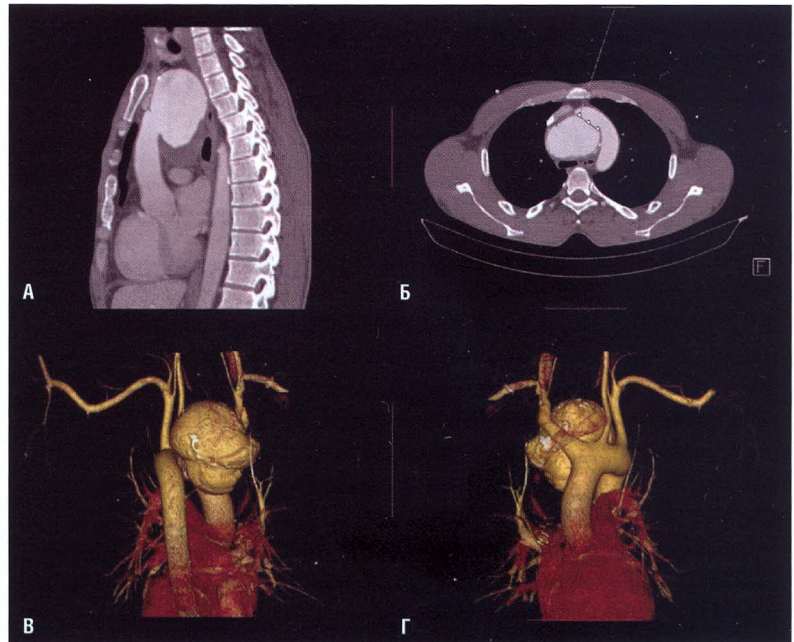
Мультиспиральная томография у больного В. с ложной аневризмой дуги аорты (до операции). а – сагиттальный срез; б – поперечный срез; в, г – 3D-реконструкции.
